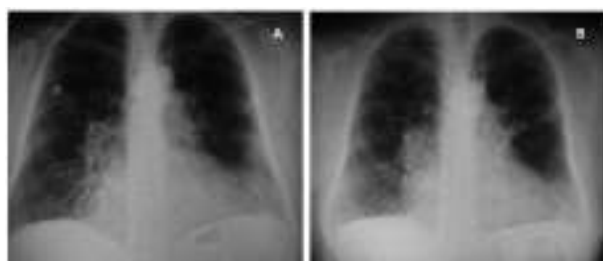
a y b. Radiografía de tórax con infiltrados alveolares cambiantes.
